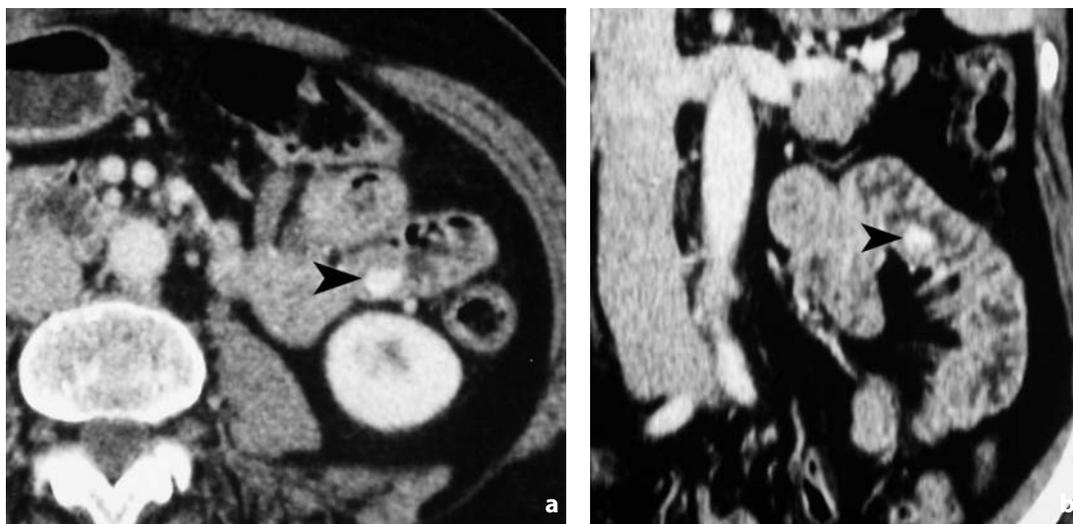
Tomografia computerizzata. Metastasi intestinale in esiti di nefrectomia destra. Paziente con melena. Nell'immagine assiale (a) e nella ricostruzione coronale (b) dello studio dinamico, fase arteriosa, si documenta lesione ipervascolarizzata (punta di freccia) a livello della prima ansa digiunale
